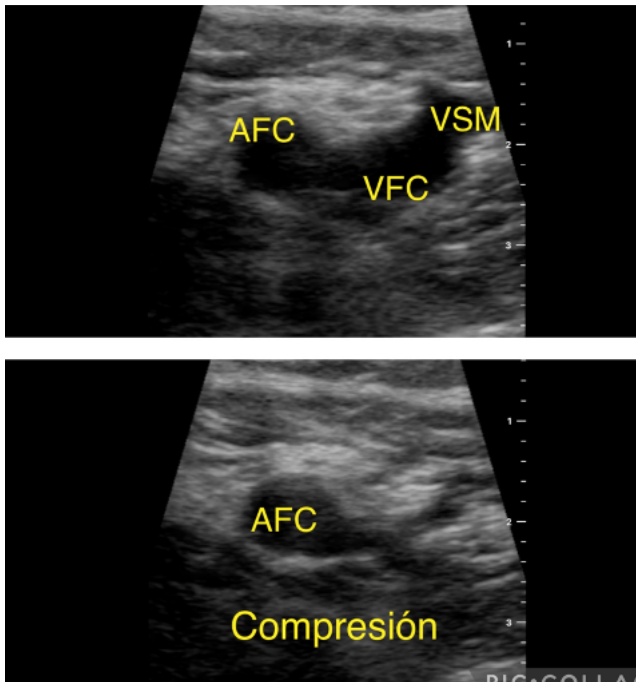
Fundamento de la ecografía de compresión venosa simplificada. En condiciones normales, las estructuras venosas se colapsan con la compresión.
